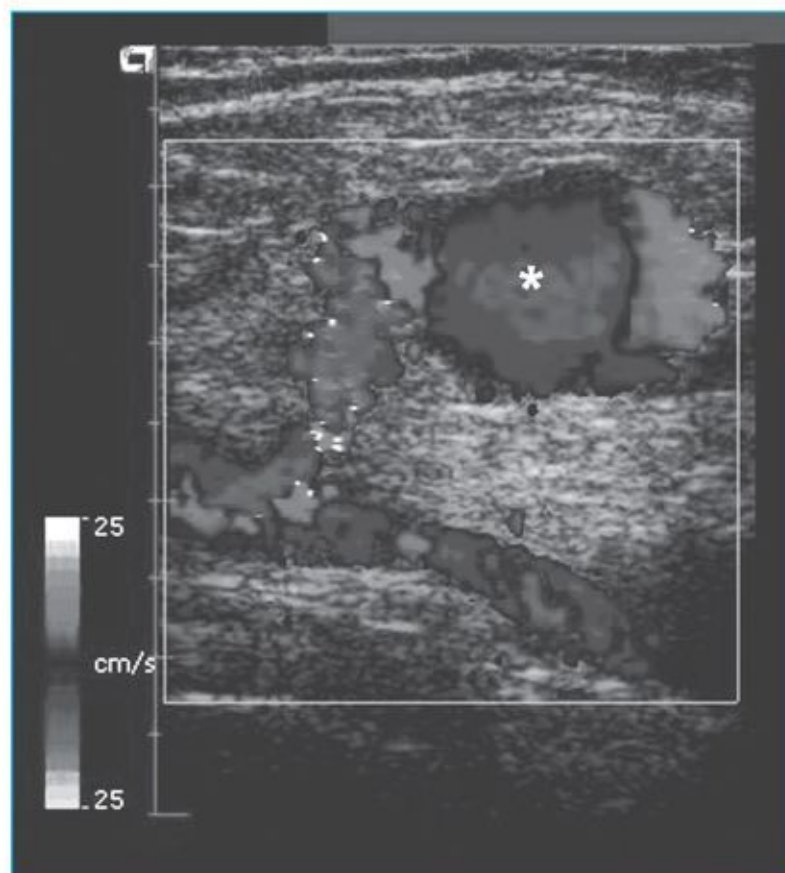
Pseudoaneurisma (*) ao Doppler.
